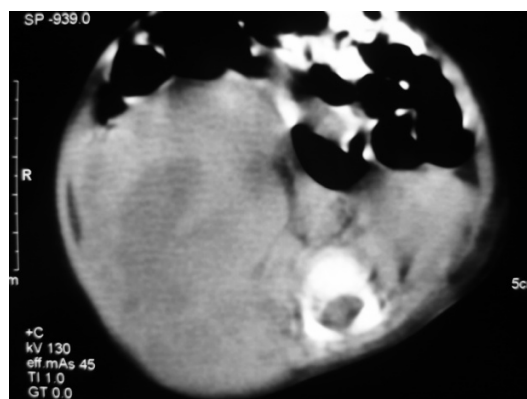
TC de abdomen con contraste, cortes transversales. La flecha muestra imágenes quísticas relacionadas con necrosis.
